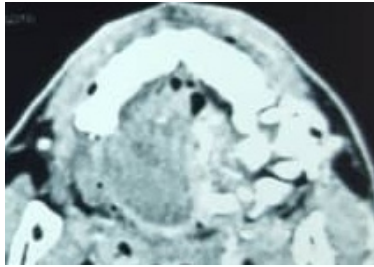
TDM en coupe axiale montrant une image isodense bien limitée localisée au maxillaire gauche rehaussée après injection de produit de contraste avec une ostéolyse alvéolo-dentaire intéressant les dents 26, 27, 28.
